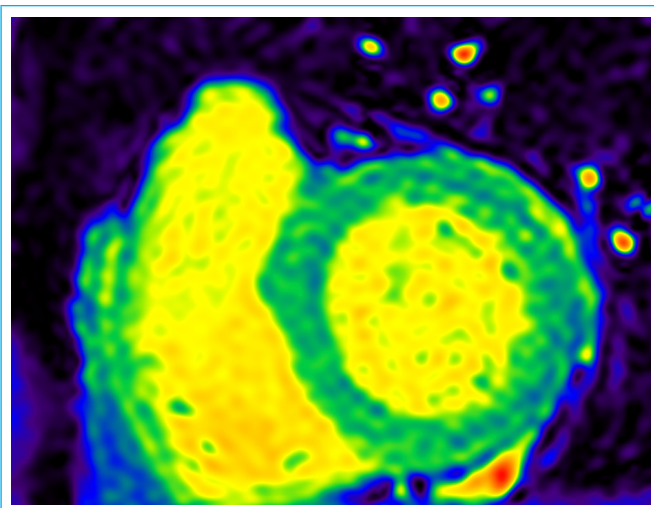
Resonancia magnética cardiaca. "T1 Mapping" nativo, secuencia MOLLI a 1.5 T, eje corto medio-ventricular izquierdo; se documentan valores superiores a 1000 ms, sugestivos de edema miocárdico difuso.
